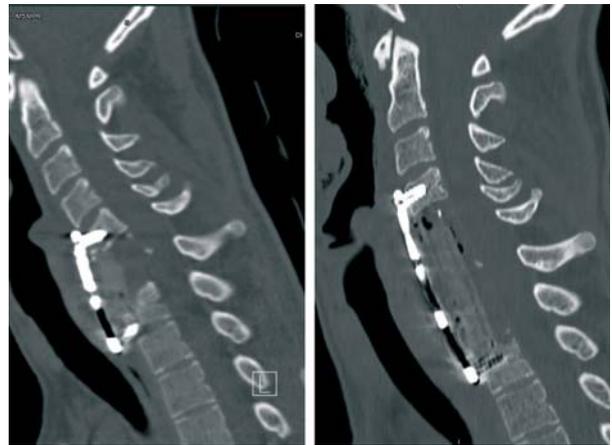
Confronto delle scansioni TC del rachide pre- e post-revisione, si noti l'allungamento del sistema di artrodesi (C4-D2) e in particolare l'estensione delle somatectomia cervicale (C5-D1).
